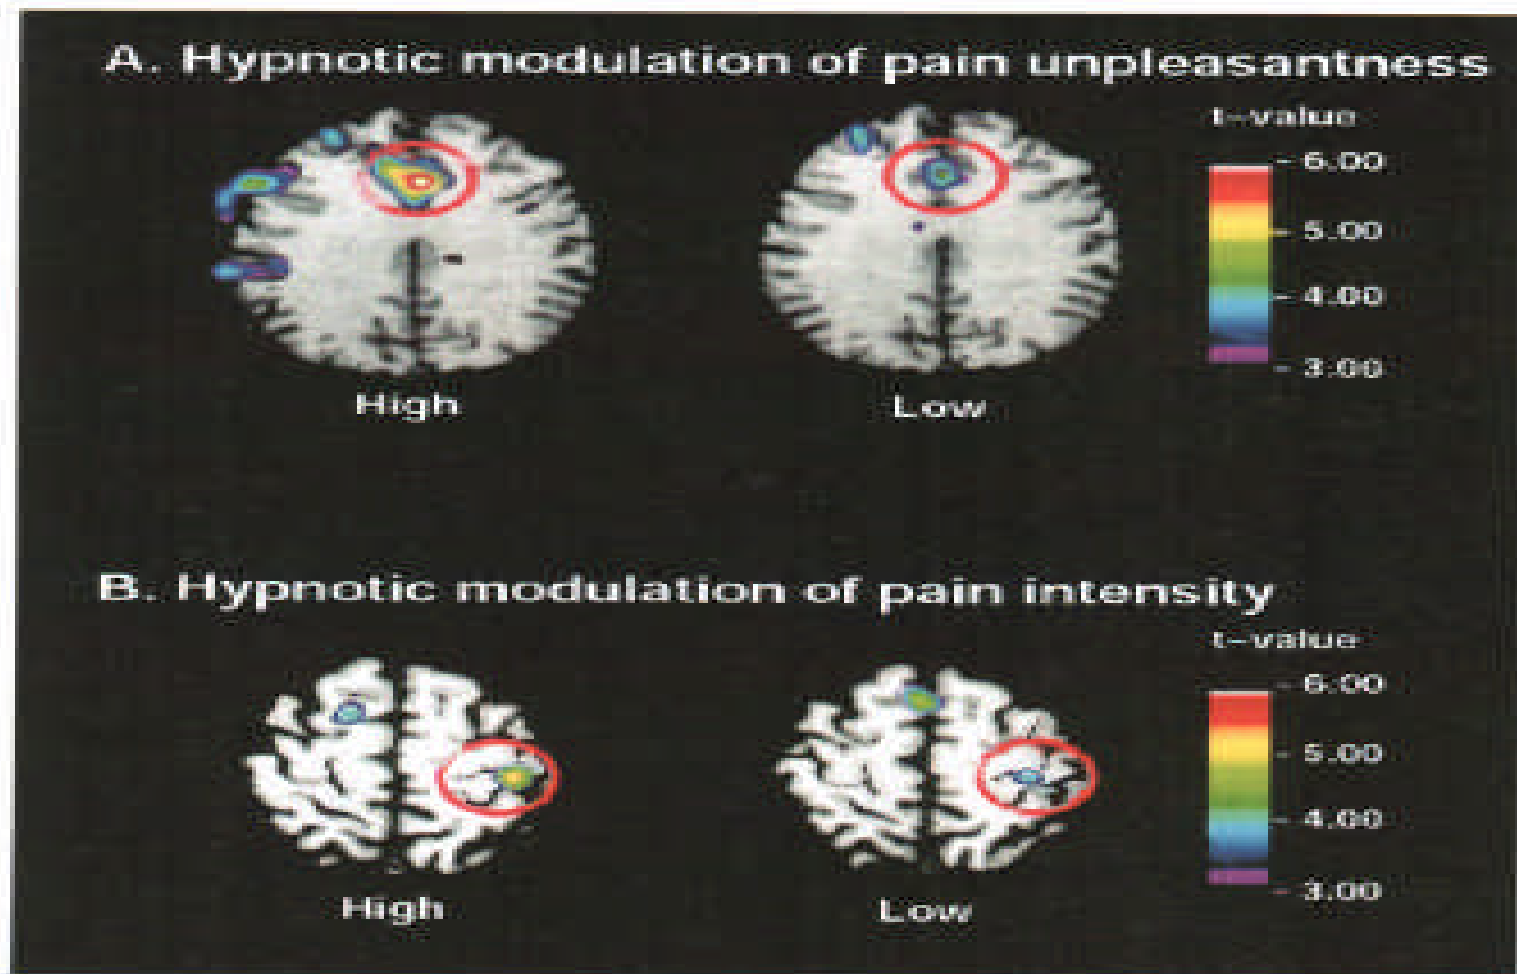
Results of two PET studies demonstrating changes in brain activity within pain-related areas during the hypnotic modulation of pain affect (A) and pain sensation intensity (B). The specific increase (High) or decrease (Low) in pain unpleasantness modulates pain-related activity in the anterior cingulate cortex (ACC; red circles in A). In contrast, the increase (High) or decrease (Low) in pain sensation intensity modulates mainly the activity in the primary somatosensory cortex (S1; red circles in B).
